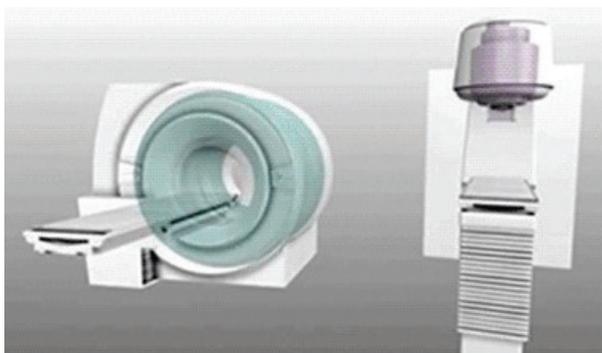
IRM et accélérateur linéaire, deux technologies bien distinctes.¹
